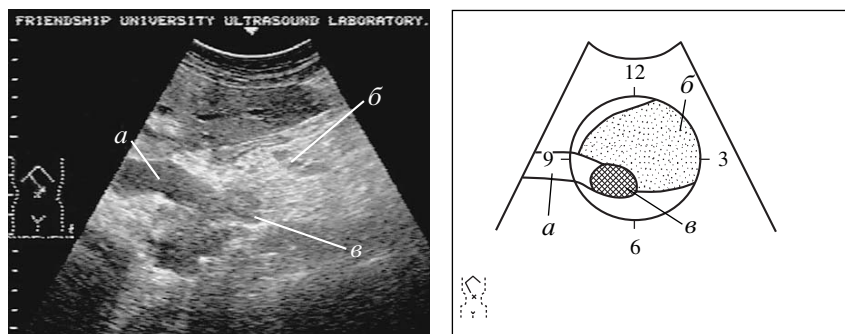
Ультразвуковая томограмма больного М. Показаны соотношения органов панкреатобилиарной зоны: *a* – головка поджелудочной железы; *б* – двенадцатиперстная кишка; *в* – общий желчный проток; *z* – большой дуоденальный сосочек.
